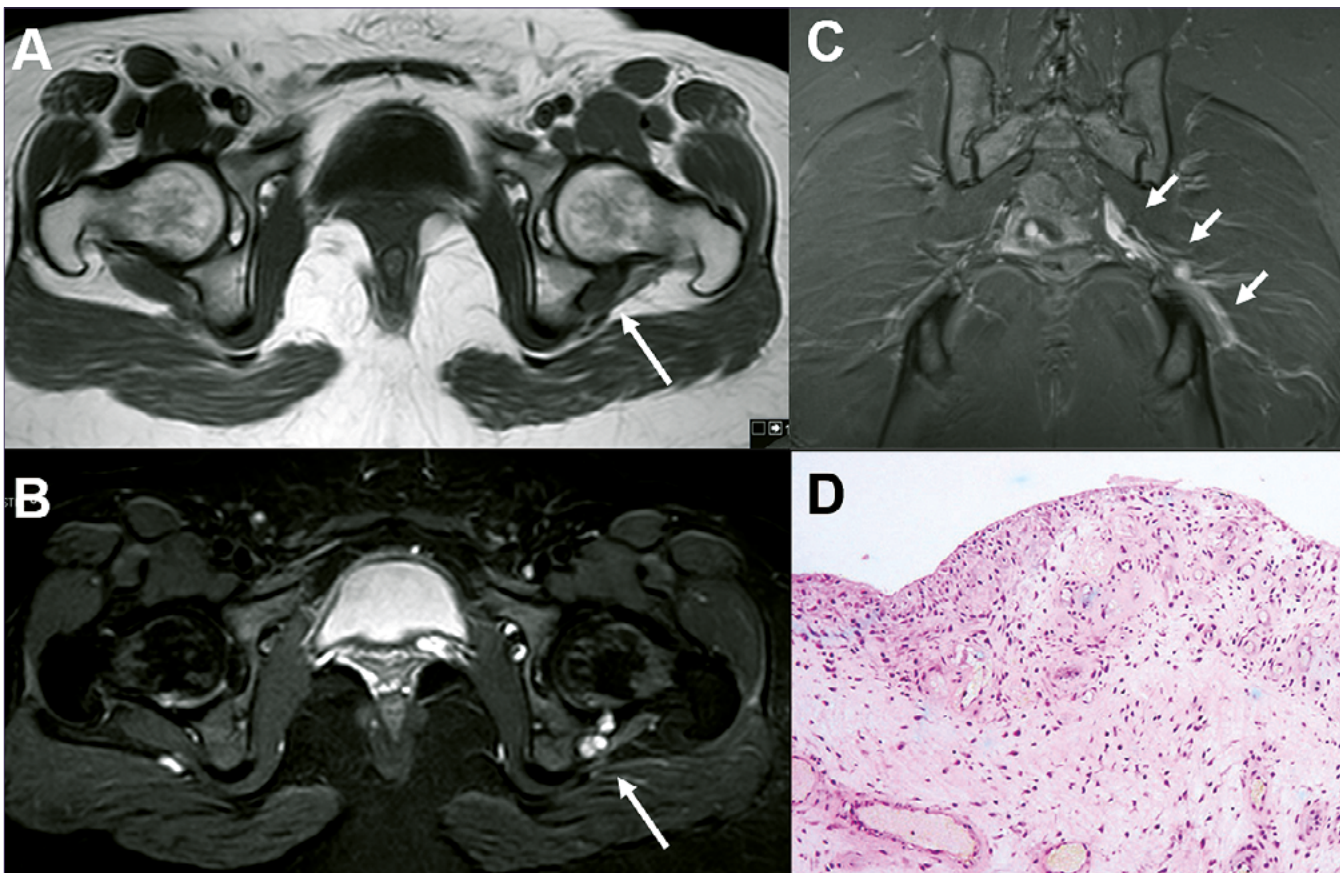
2A: Imagen de RM de pelvis, corte axial secuencia T1. Flecha blanca mostrando la lesión quística hiposeñal adyacente a la articulación de la cadera izquierda; 2B: Imagen de RM de pelvis, corte axial secuencia STIR, la flecha blanca muestra la misma lesión, hiperseñal en esta secuencia y con varias localizaciones; 2C: Imagen de RM de pelvis, corte coronal secuencia STIR, las flechas muestran la hiperseñal por neuropatía compresiva a lo largo del trayecto del nervio ciático; 2D: Imagen de anatomía patológica, hematoxilina eosina 100 aumentos, se aprecia el quiste revestido focalmente por células sinoviales con tejido subepitelial que muestra inflamación crónica y aumento de la vascularización.
